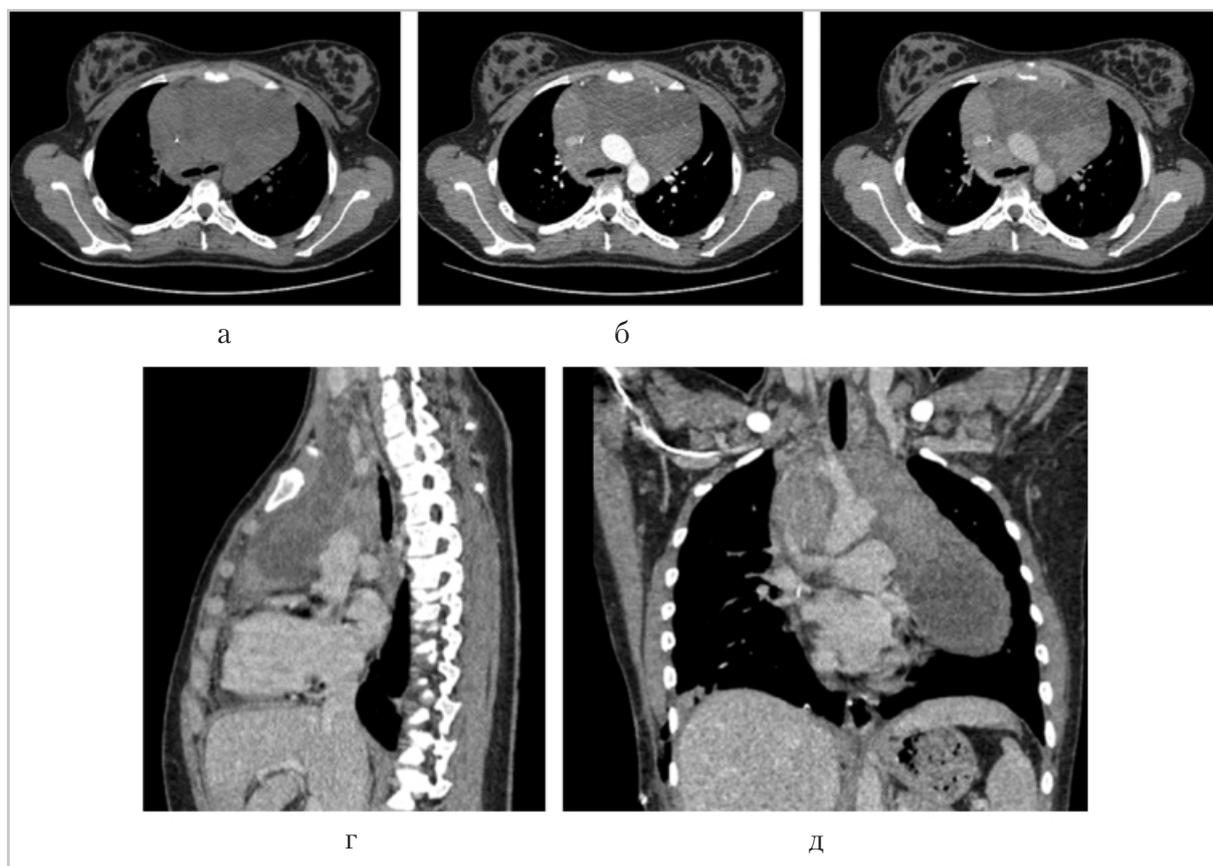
Компьютерные томограммы пациентки К., 16 лет, классическая лимфома Ходжкина, нодулярный склероз. *а* – нативная фаза сканирования в аксиальной плоскости; *б* – артериальная фаза сканирования в аксиальной плоскости; *в* – венозная фаза сканирования в аксиальной плоскости; *г* – венозная фаза сканирования в сагиттальной плоскости; *д* – венозная фаза сканирования в коронарной плоскости
